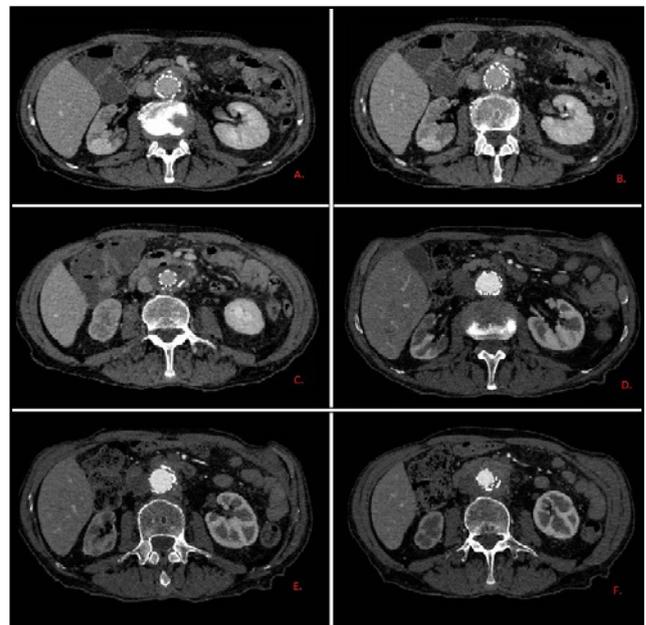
(A), (B) y (C): Angio TAC de control post operatorio inmediato con contraste (iv) y oral, sin evidencia de endofugas, con presencia de pequeñas y escasas burbujas, sin extravasación de contraste (iv) al tubo digestivo. (D), (E) y (F): Angio TAC de control 3 meses post operatorio con contraste (iv), sin evidencia de endofuga, extravasación de contraste, presencia de aire o colecciones.
